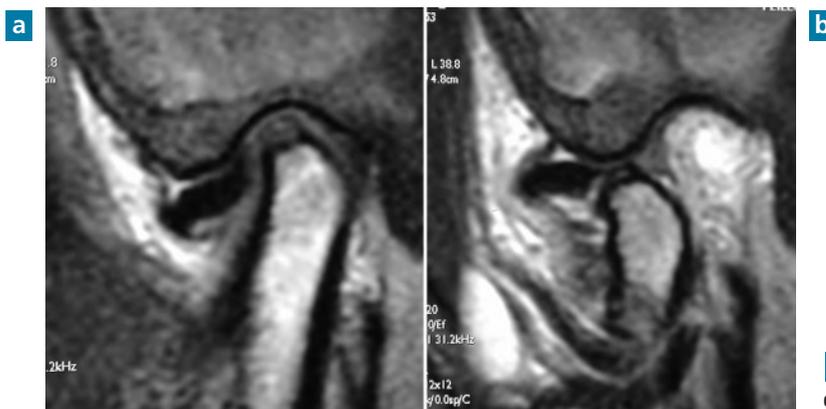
a et b IRM illustrant un déplacement discal irréductible.
